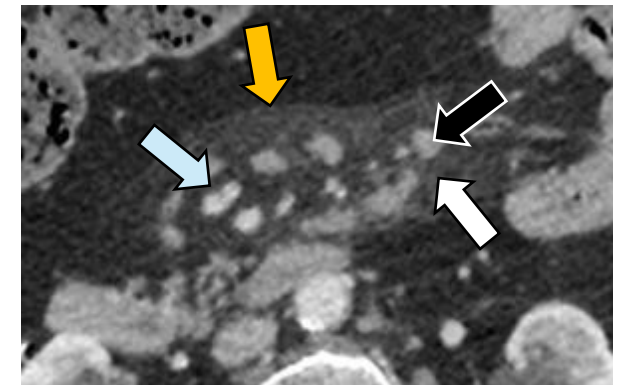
TC axial portal. Criterios radiológicos de paniculitis mesentérica.
